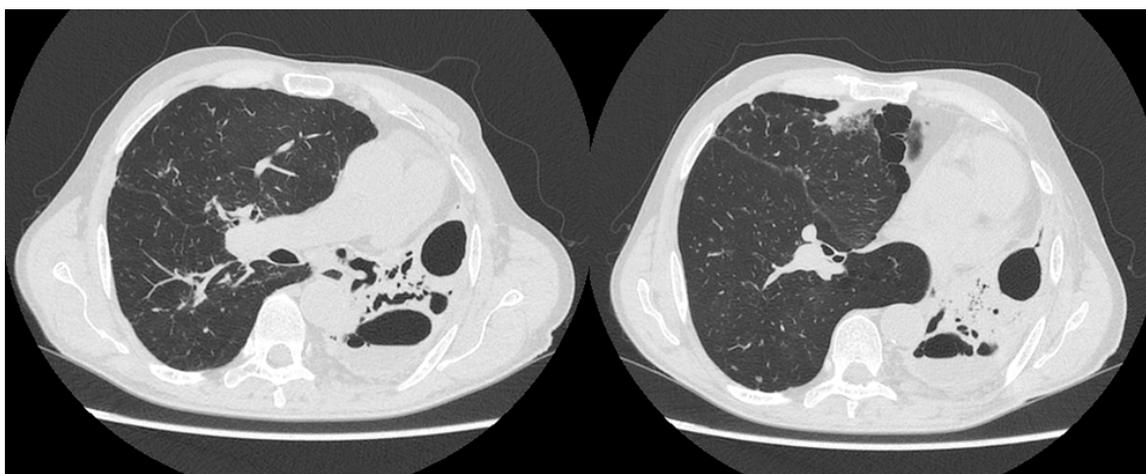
Imagens de cortes de tomografia de tórax apresentando bronquiectasia de lobo inferior esquerdo e sequela de tuberculose.
